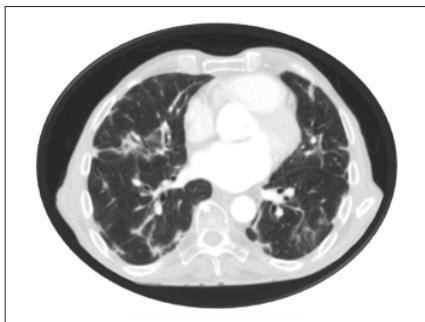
TC torace di gennaio 2020 che documenta un miglioramento del quadro polmonare dopo sospensione di pembrolizumab ed assunzione di terapia steroidea.
